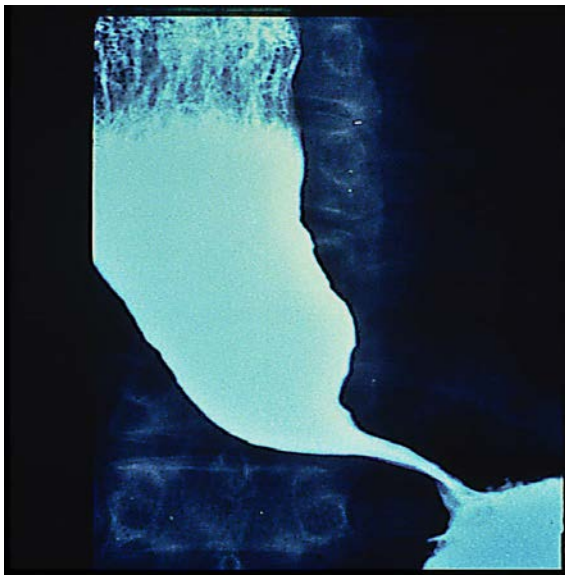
Klassisches Bild der Achalasie im Röntgenbreischluck: Es kommt zu einer Dilatation der Speiseröhre und Stase des Kontrastmittels durch den nicht relaxierenden unteren Ösophagussphinkter, was das pathognomonische Bild des «bird peak» entstehen lässt.
